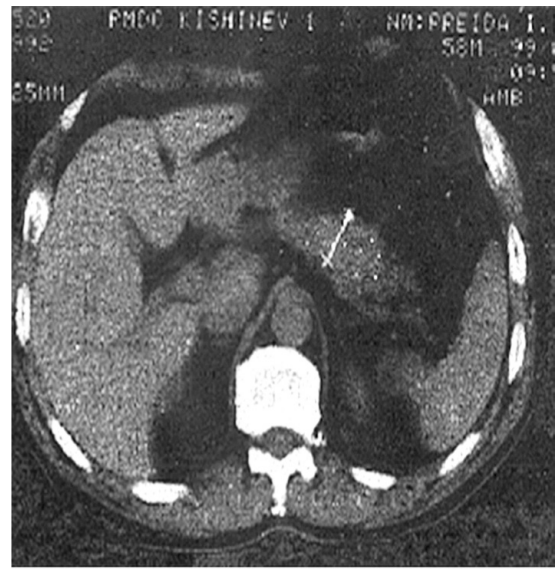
Tomografia computerizată a pancreasului (caz clinic propriu).
